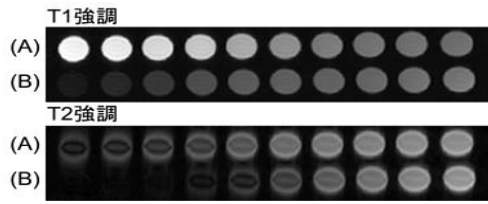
MRI (新規な MRI プローブ粒子の作製)
